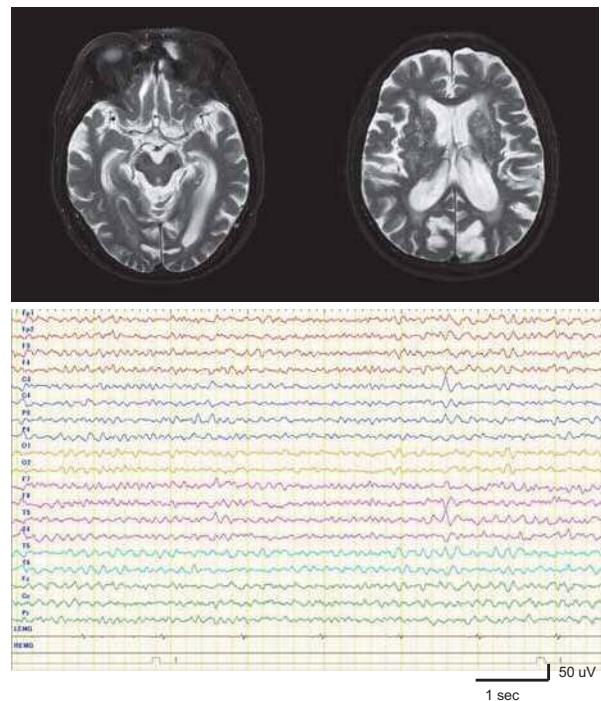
高齢者てんかんの頭部MRI(T2強調画像)と脳波
